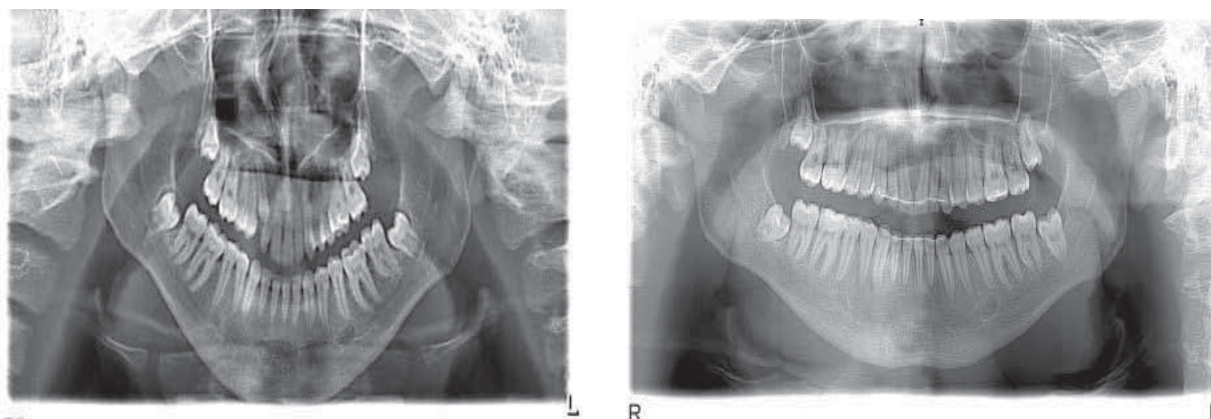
Ортопантомограмма до и после лечения
